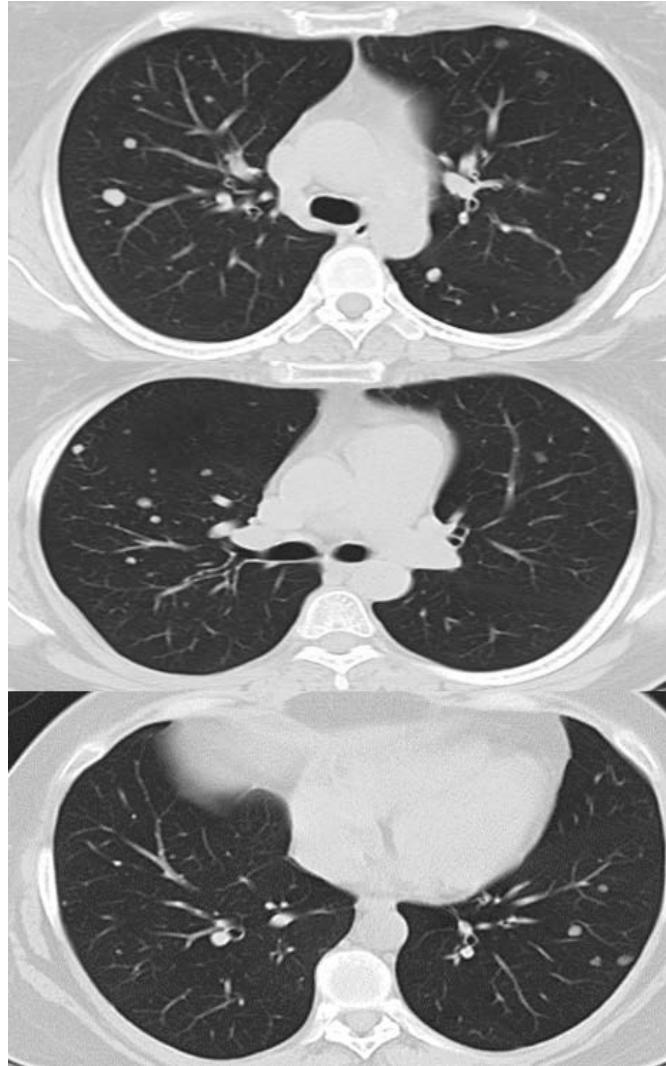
Hallazgos de TC de tórax contrastado-cortes axiales. Múltiples nódulos sólidos, redondos, no calcificados y bien delimitados en ambos pulmones
